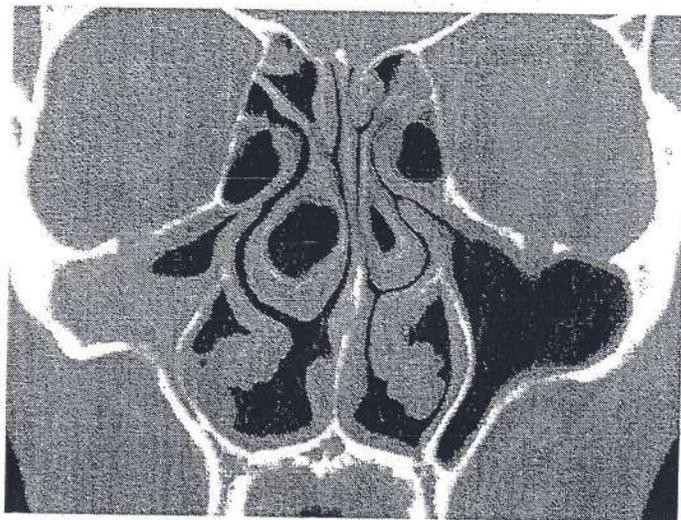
Tomografía que muestra sinusitis maxilar derecha y concha bullosa bilateral
